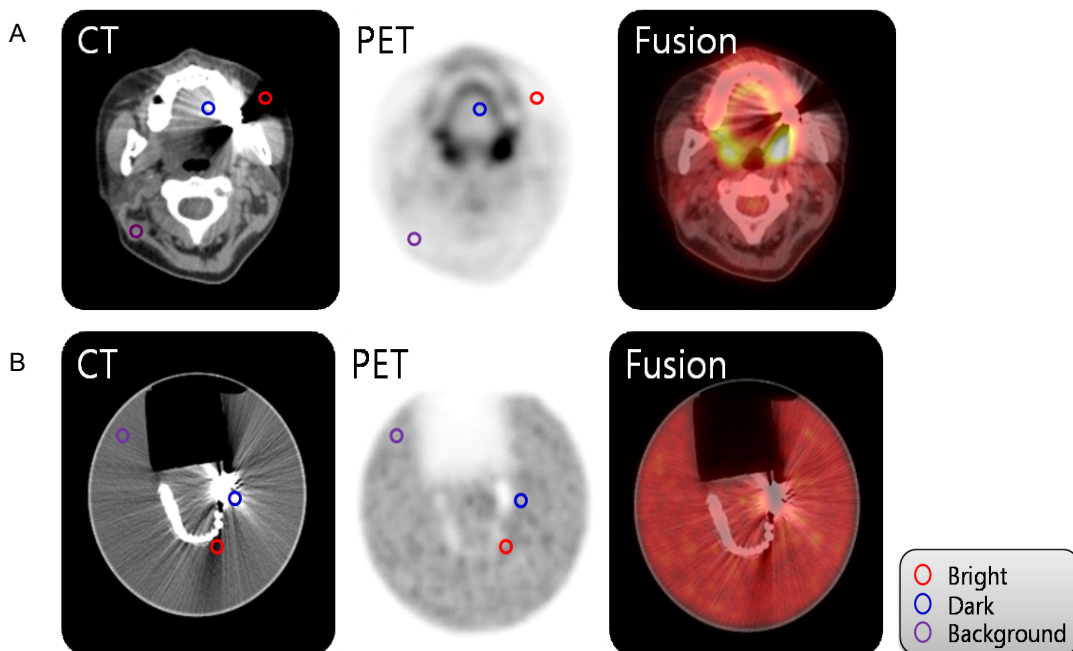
The regions of interest was drawn to CT artifact image slice of (A) patients, (B) phantom to bright streak artifact region, dark streak artifact region and back ground region that analyzed CT number and SUV.
